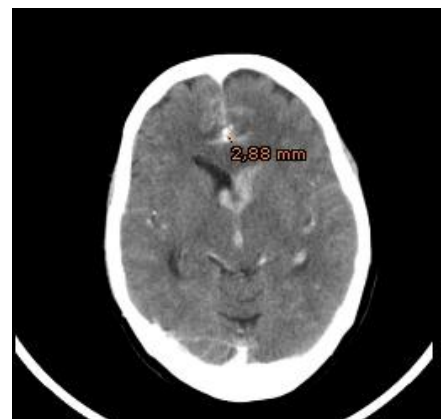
TC craneal sin CIV. Hematoma en rodilla del cuerpo calloso, HSA interhemisférico y hemorragia intraventricular.
